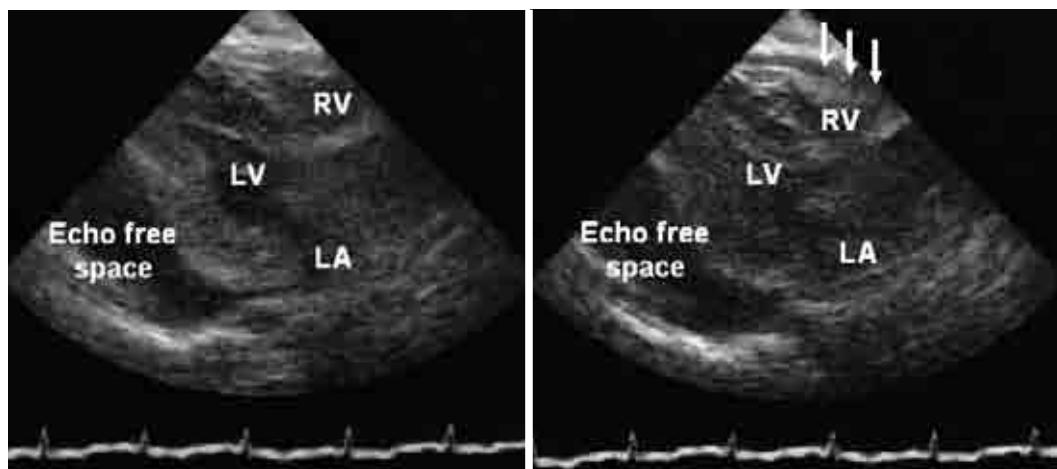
Echocardiograms (parasternal long-axis view) on admission showing massive pericardial effusion mainly behind the left ventricle
